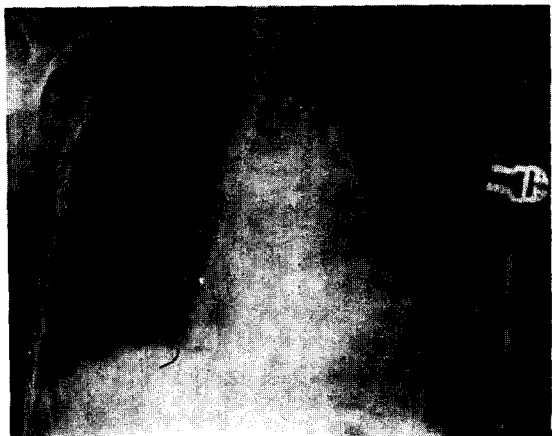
Postop. Simple chest X-ray
